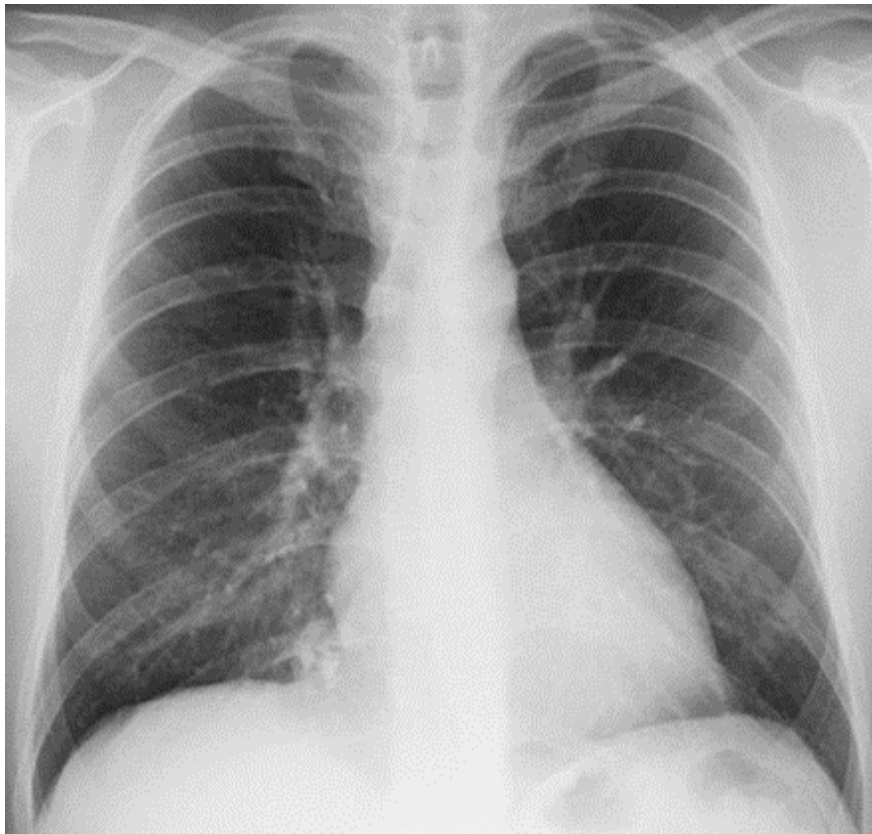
Передня оглядова рентгенограма грудної порожнини.
